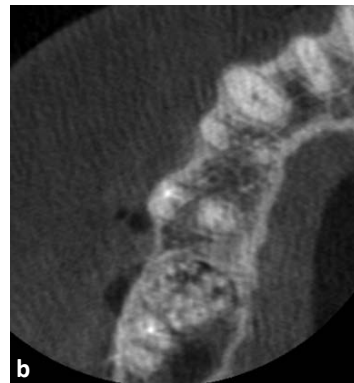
CBCT po 6 miesiącach od zabiegu, w dniu wszczęcia implantu
